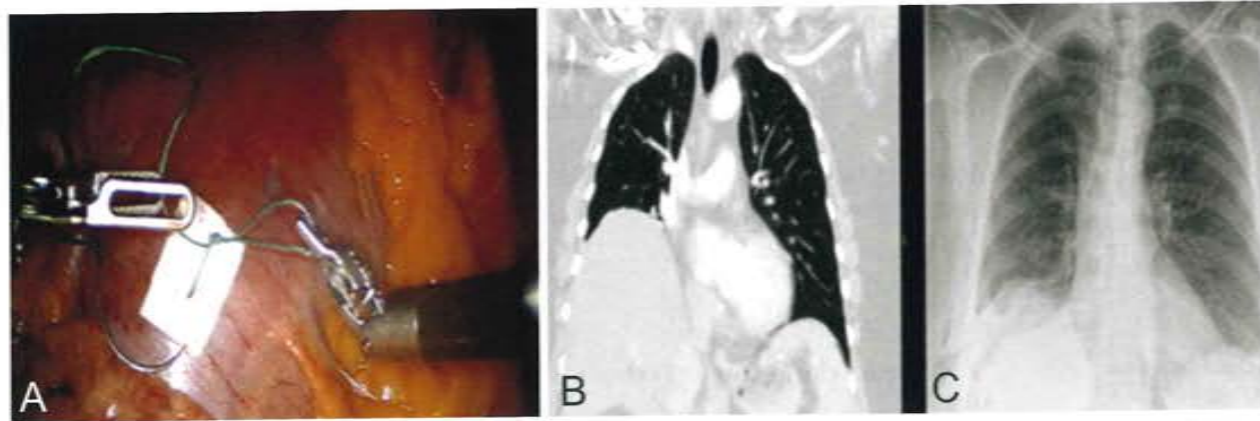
A: Robotische Zwerchfellraffung. B und C: CT-Thorax vor OP und Röntgen Thorax nach OP.
